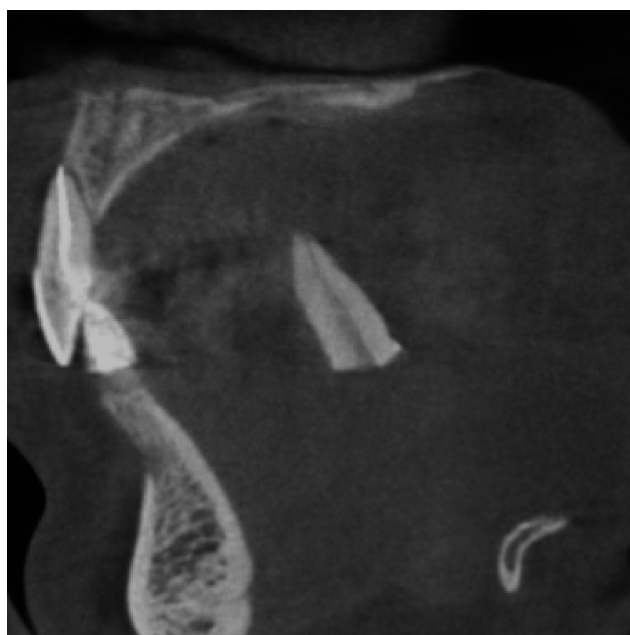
Tomografía volumétrica digital dental: plano sagital.
